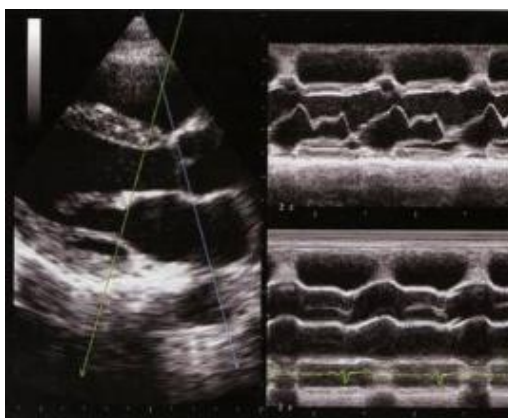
Картинка УЗИ в М-режиме
